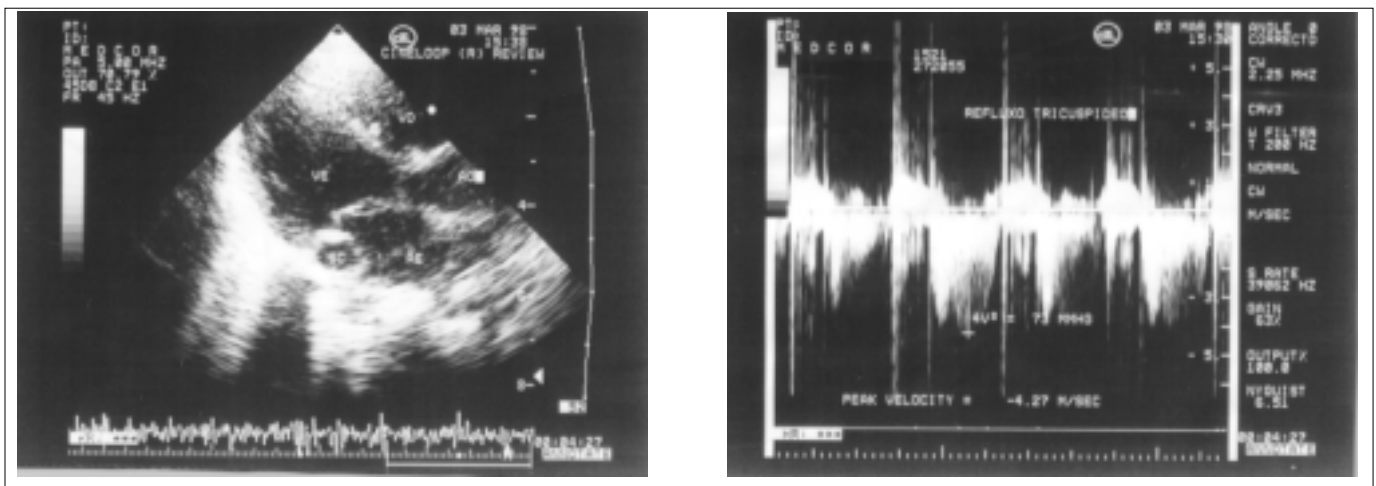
Ecodopplercardiografia mostra em 1.a: AE (átrio esquerdo), VE (ventrículo esquerdo), VD (ventrículo direito), AO (aorta), SC (seio coronário) e anatomia das válvulas mitral anterior e posterior e aórtica. Mostra em 1.b: refluxo da válvula tricúspide ao Doppler
